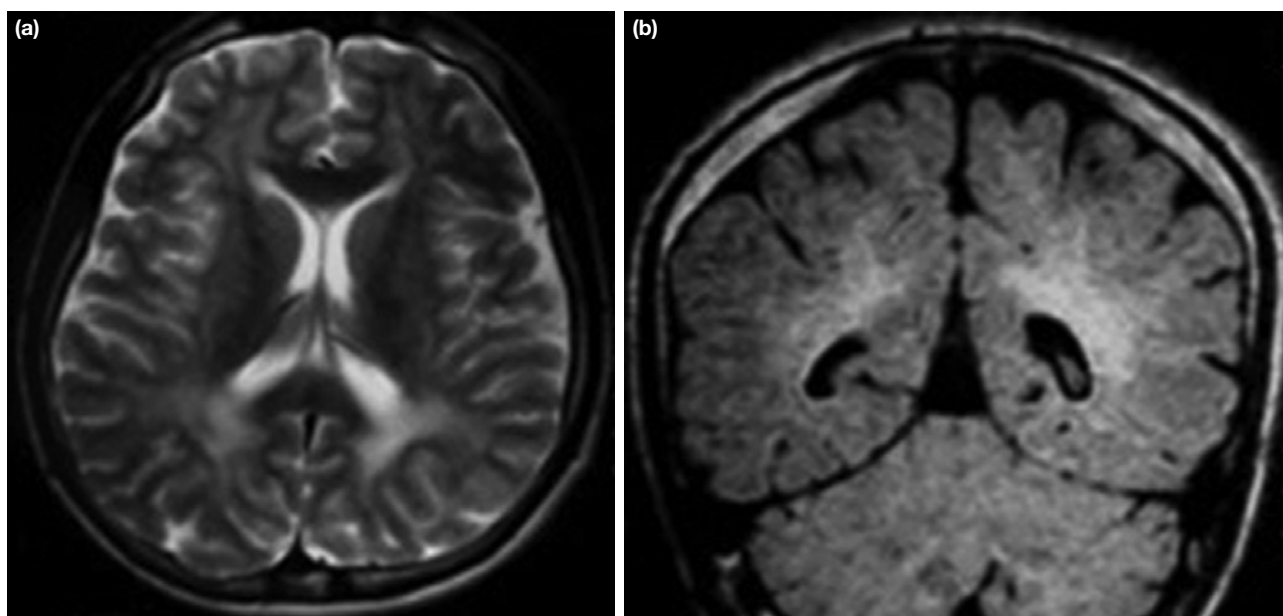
a, b. Axial T2-weighted (a) and coronal FLAIR (b) images reveal bilateral high-signal changes in the periventricular white matter regions.
